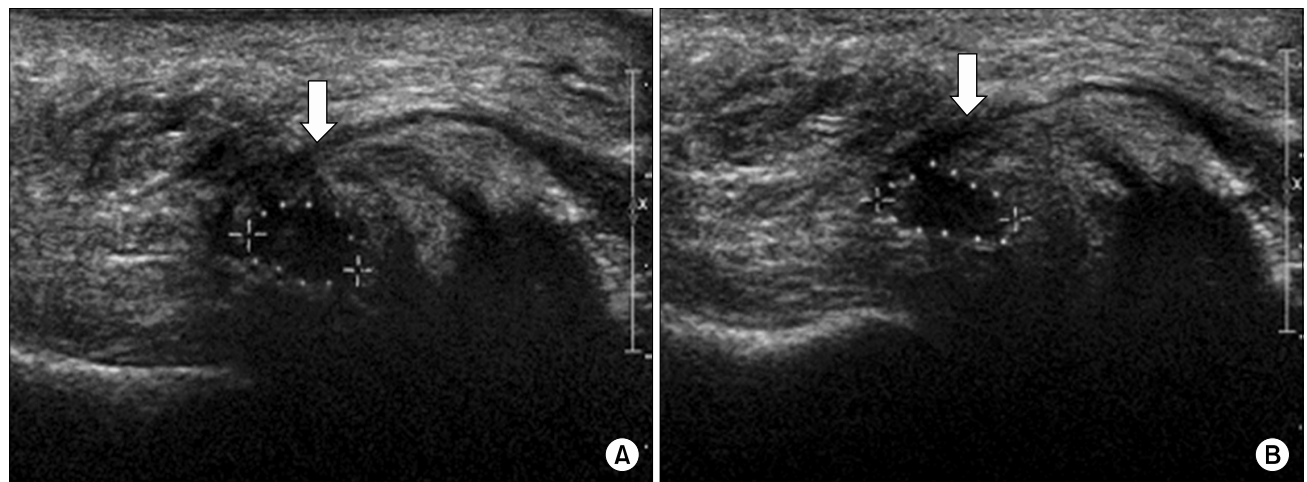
Morton's neuroma in sagittal view of ultrasonography before compression (A) and Morton's neuroma showing relatively similar morphology after compression (B). The interdigital nerve (arrow) shows continuity with Morton's neuroma.
